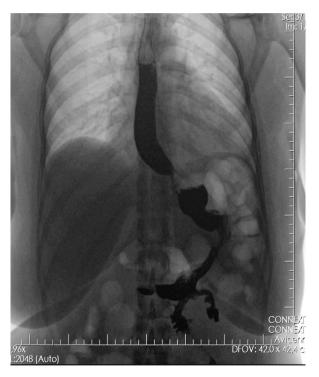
Рентгеноскопия желудка у пациента после продольной резекции желудка с двойным транзитом.
